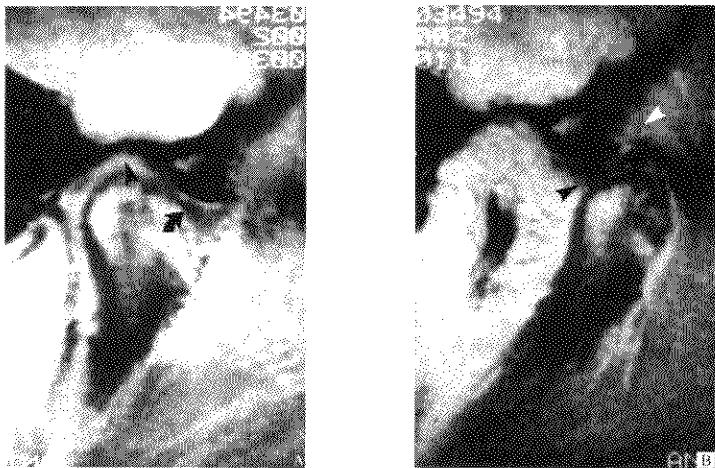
颞下颌关节可复性盘前移位 MRI
